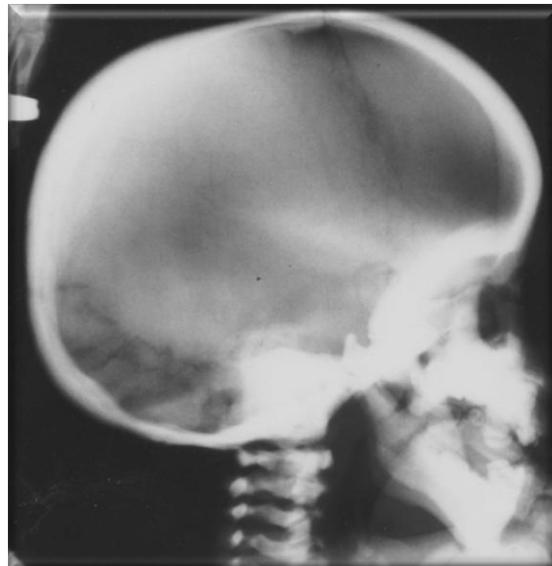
Radiographie du crâne de 1988, montrant la condensation des rebords orbitaires donnant un aspect en « loup de carnaval ».
